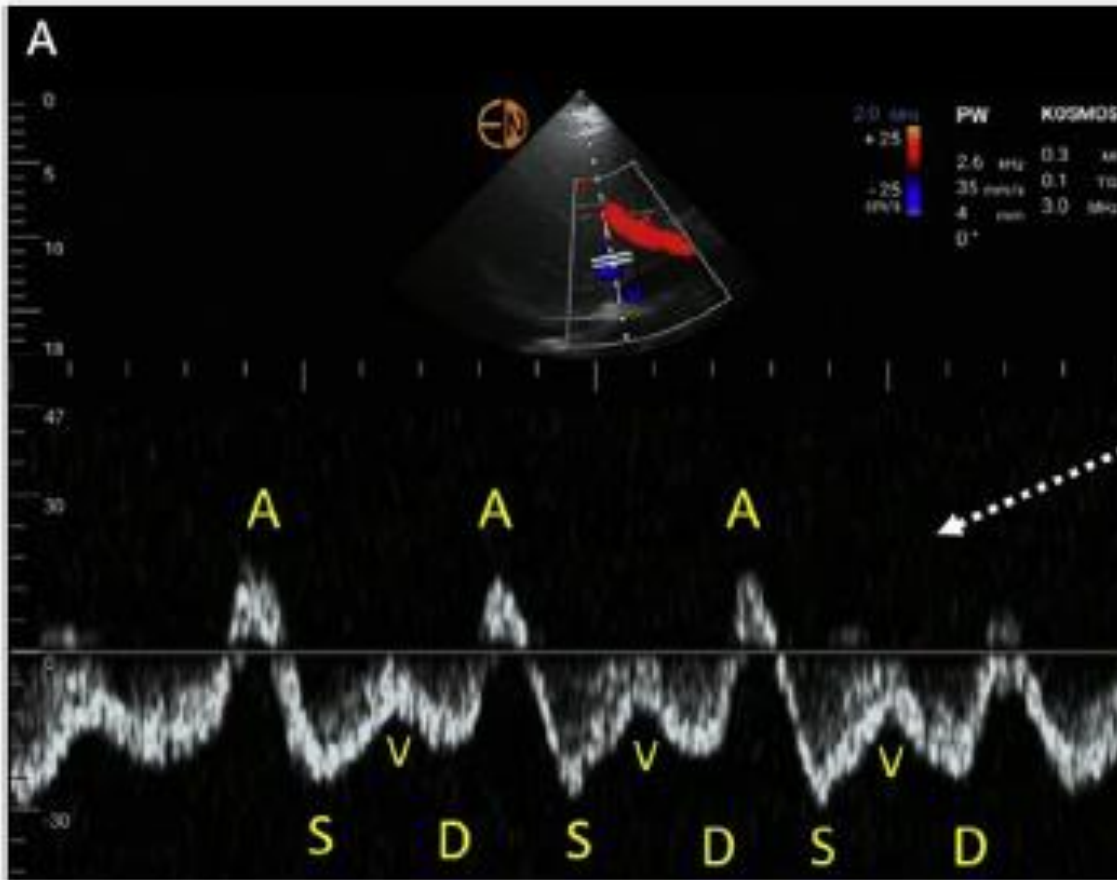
Aspect physiologique du doppler sus-hépatique. Issu de Koratala et Reisinger *Kidney Medicine* 2022
